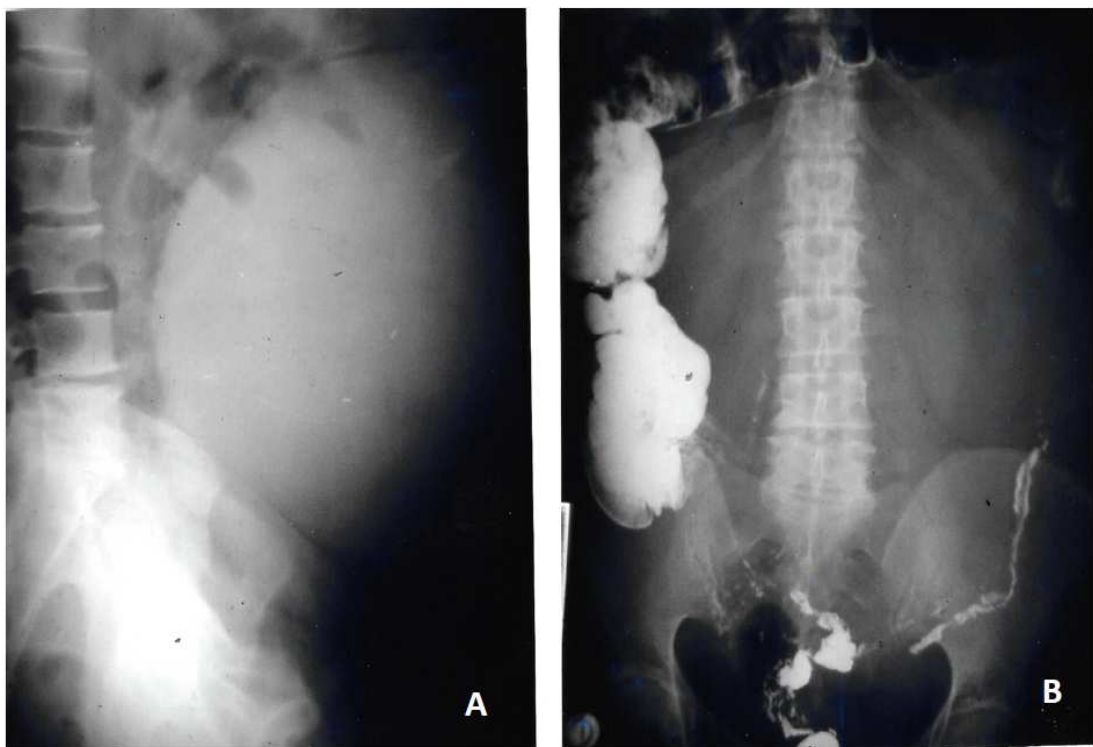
Radiografía simple lateral (A) y anteroposterior post-tránsito, donde se puede observar una masa homogénea intrabdominal que desplaza el intestino y anexos urinarios, sin poder establecer su localización de origen.
